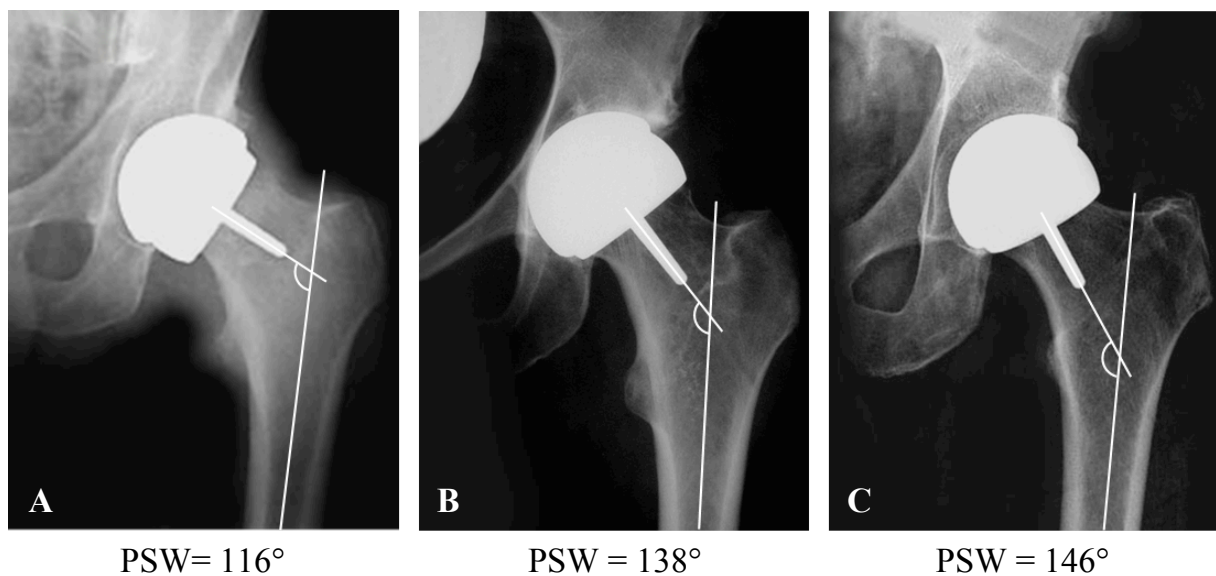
(A-C) Postoperative anterior-posteriore Röntgenbilder. Varus - Stellung (A), Neutral - Stellung (B), Valgus - Stellung (C).
